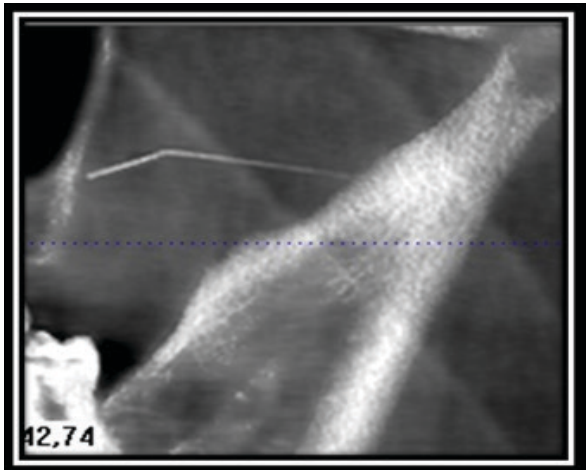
CBCT view of the broken segment
